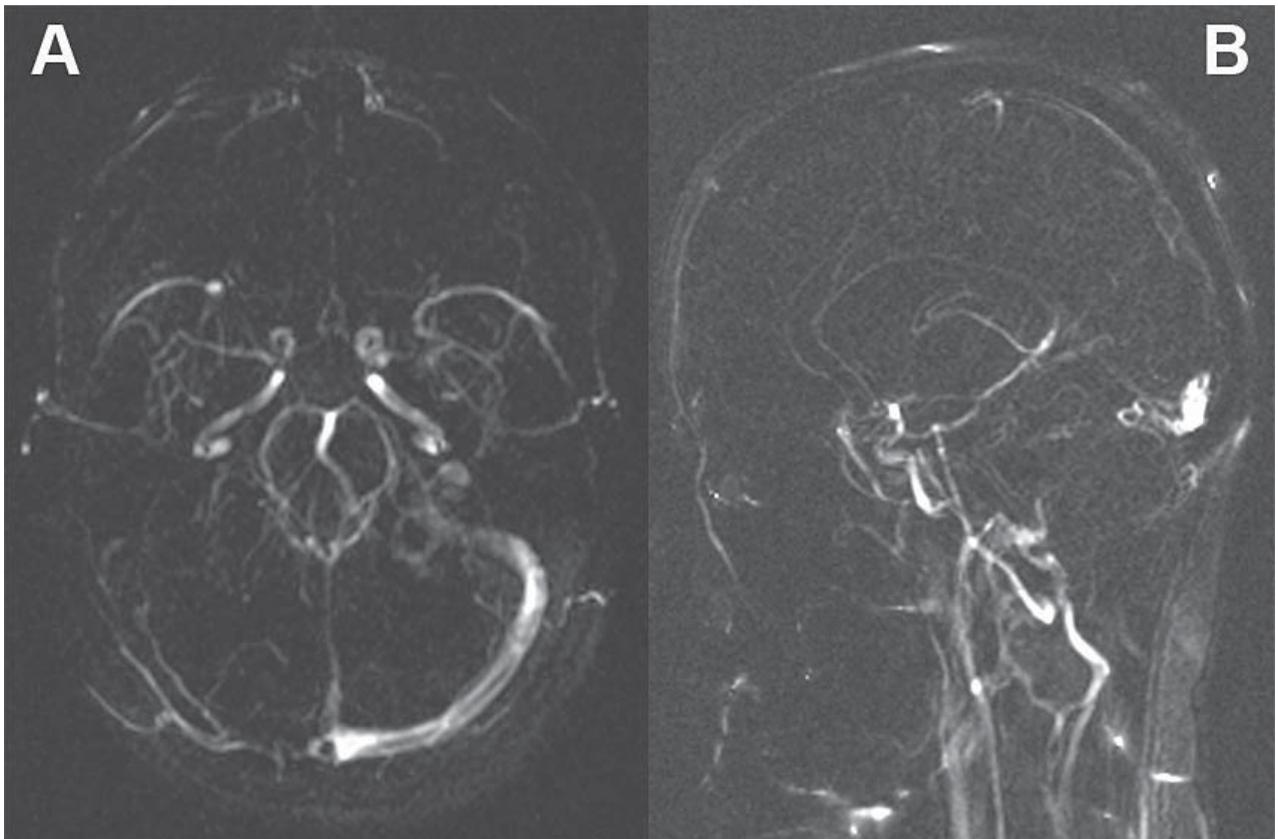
Ressonância Magnética inicial. Angio-RM venosa (PC com VENC 10) axial (A) e sagital (B), evidenciando redução do calibre do seio longitudinal superior no seu terço proximal (B); assimetria dos seios laterais, por menor expressão à direita (A)
